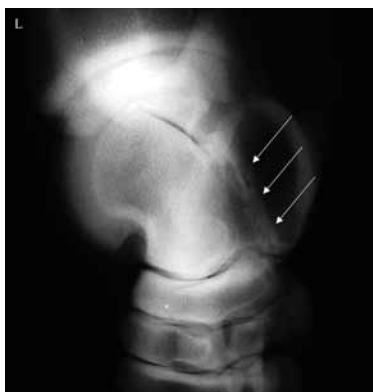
Kaudolateral-kraniomediale Aufnahme (115°) des linken Tarsus. Subchondrale Sklerosierung und Lyse des Knochens am Talus und Kalkaneus bei einer 17-jährigen Warmblutstute. *Caudolateral-craniomedial radiographic view (115°) of the left tarsus. Subchondral sclerosis and lysis of talocalcaneal bone in a 17-year-old warmblood mare.*
